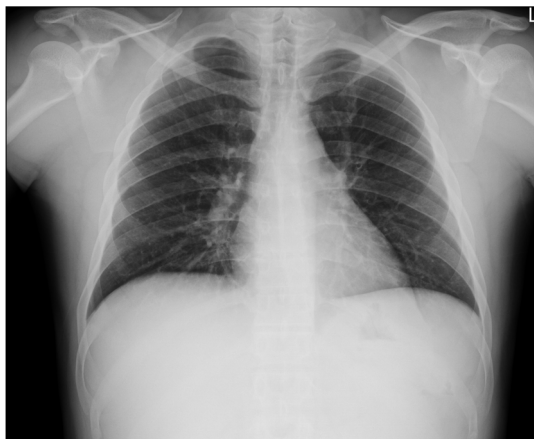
Postoperative 5 day chest radiography shows nearly resolved pulmonary edema.
